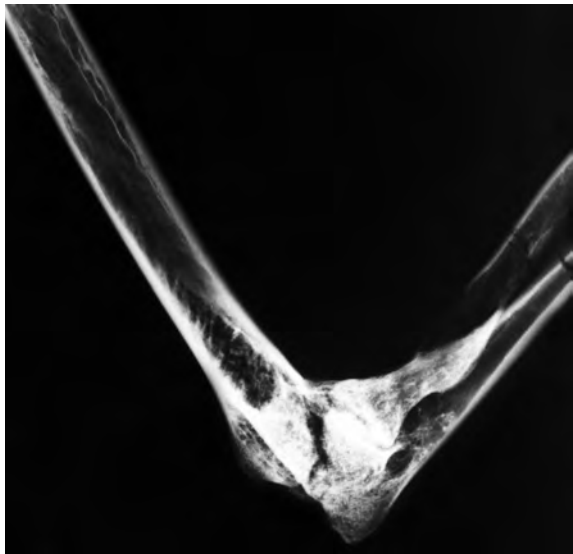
Radiografia que mostra l'anquilosi del colze en l'artritis reumatoide amb fusió òssia (la fissura central, és pòstuma).
